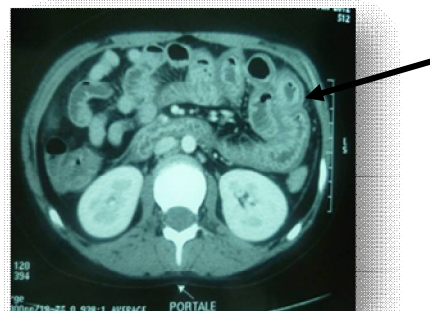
TDM abdominale coupe axiale montrant un œdème sous muqueux circonférentiel intéressant les anses iléales et jéjunales
